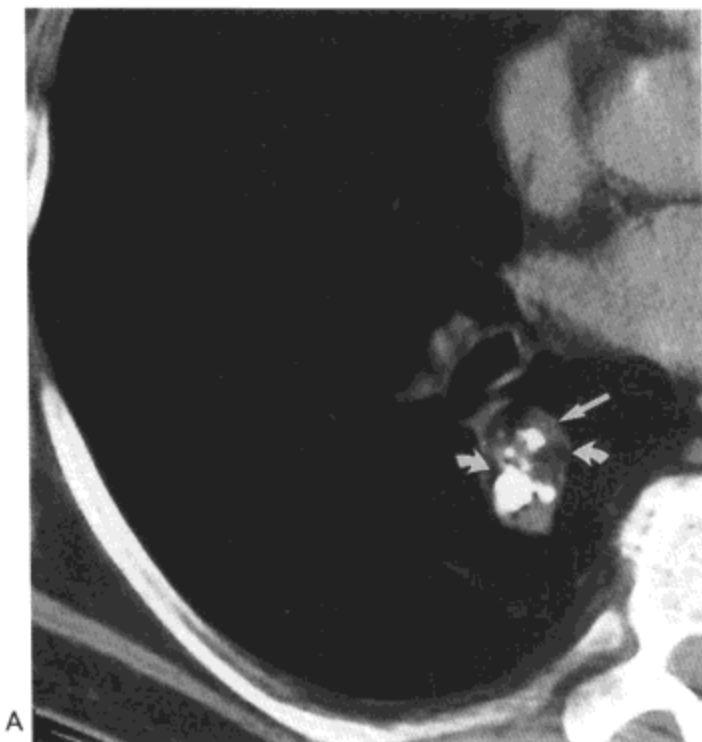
错构瘤。A: CT影像(7mm层厚)示右肺下叶结节,伴有粗大的钙化灶(爆米花钙化)与局灶性软组织(直箭号)与脂肪密度区(弯箭号)。B: 高分辨率CT影像(1mm层厚)更好显示脂肪密度灶(箭号)。
